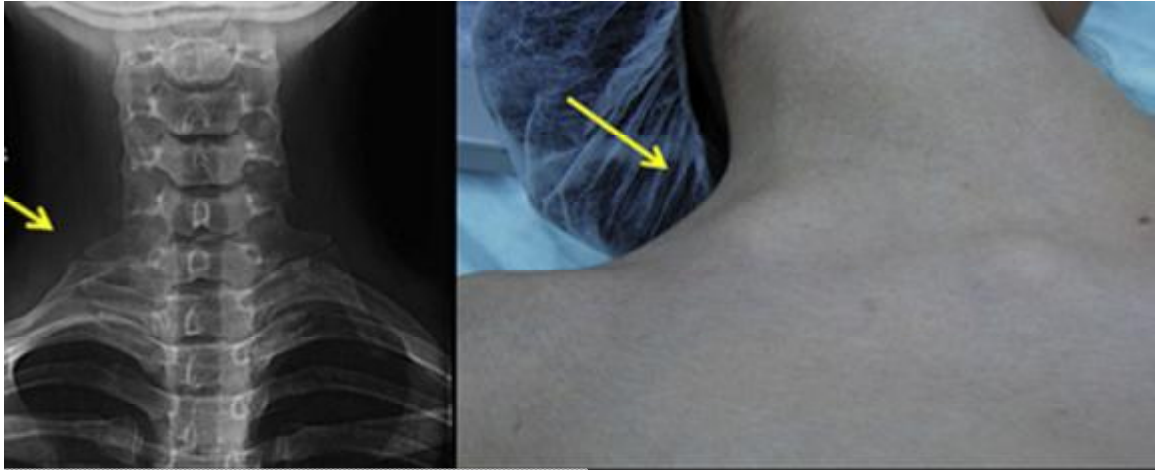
Radiographie cervicale antéropostérieure montrant la présence d'une côte cervicale.(16)
